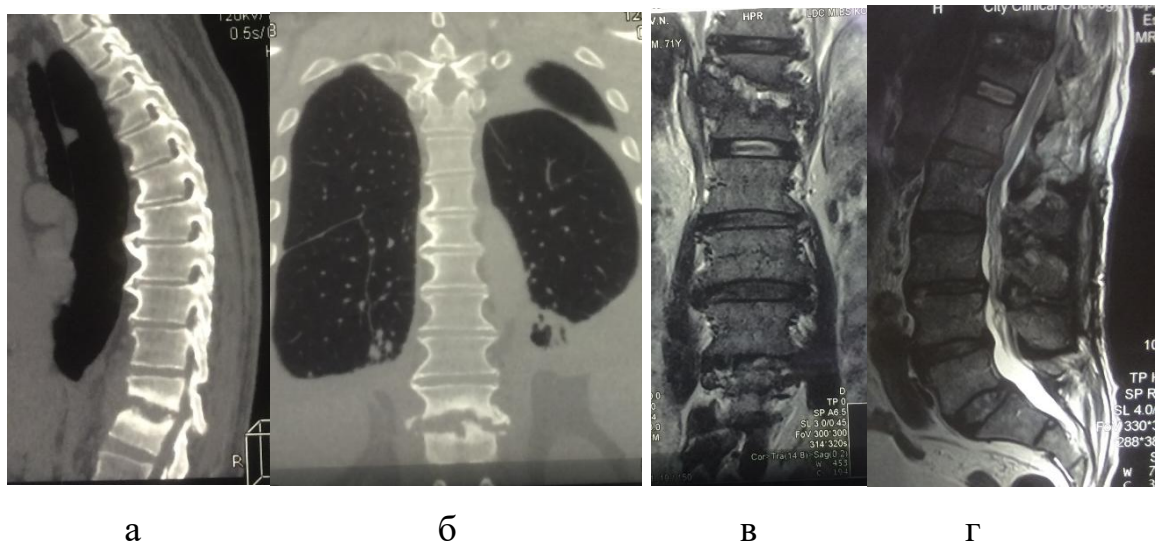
Данные КТ (а, б) и Т2-ВИ МРТ (в, г) пациента П. при поступлении: контактная деструкция Th11-12
